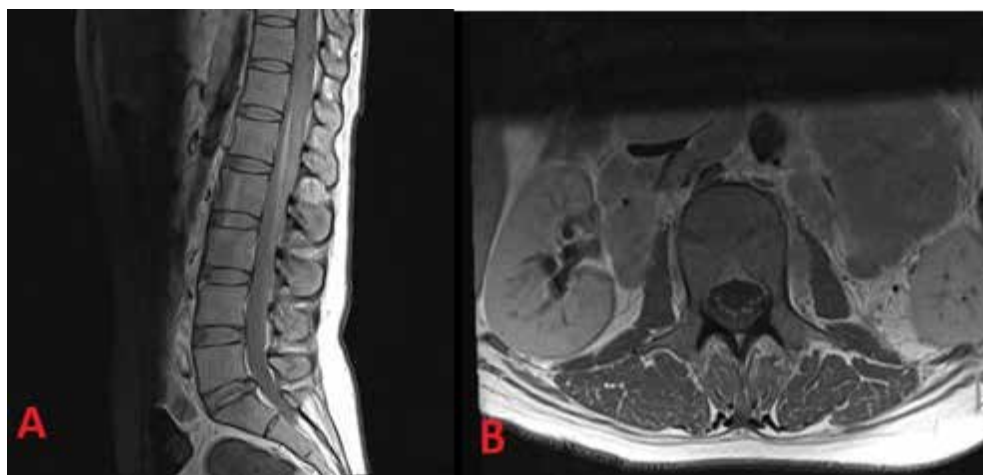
RM columna lumbar con contraste: Captación y engrosamiento de las raíces de la cola de caballo. T1 contraste corte sagital (A) y axial (B).
